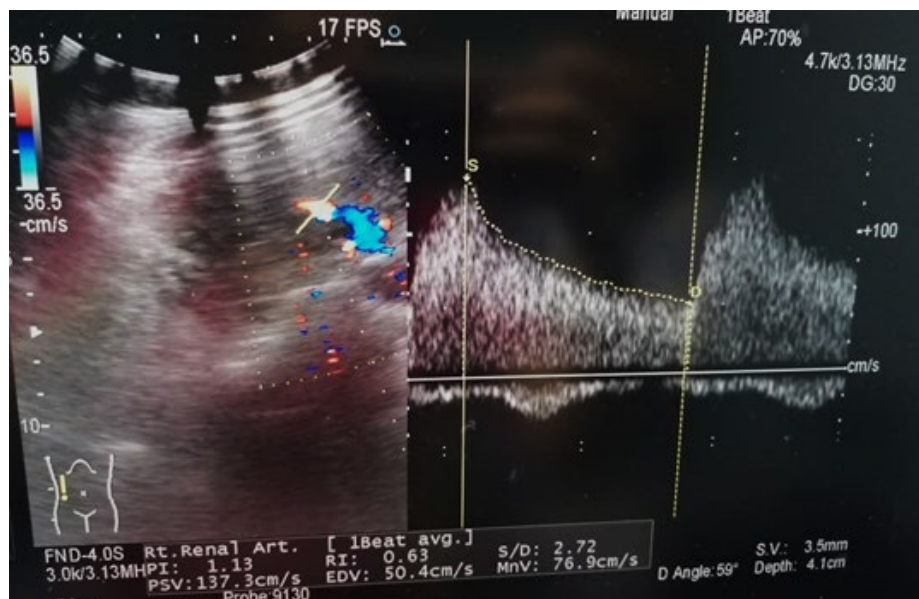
Eco fotograma de medición *doppler* de la arteria renal
